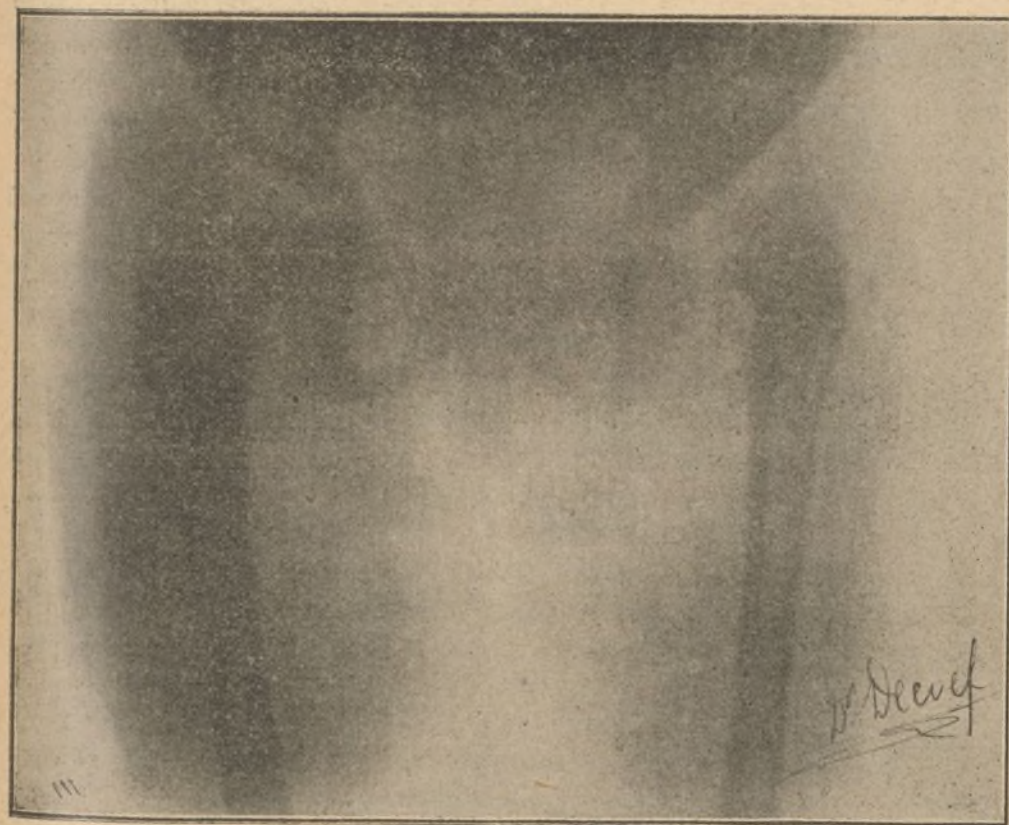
^a—Radiografía de una luxación congénita de la cadera del lado derecho en una niña de seis años.
